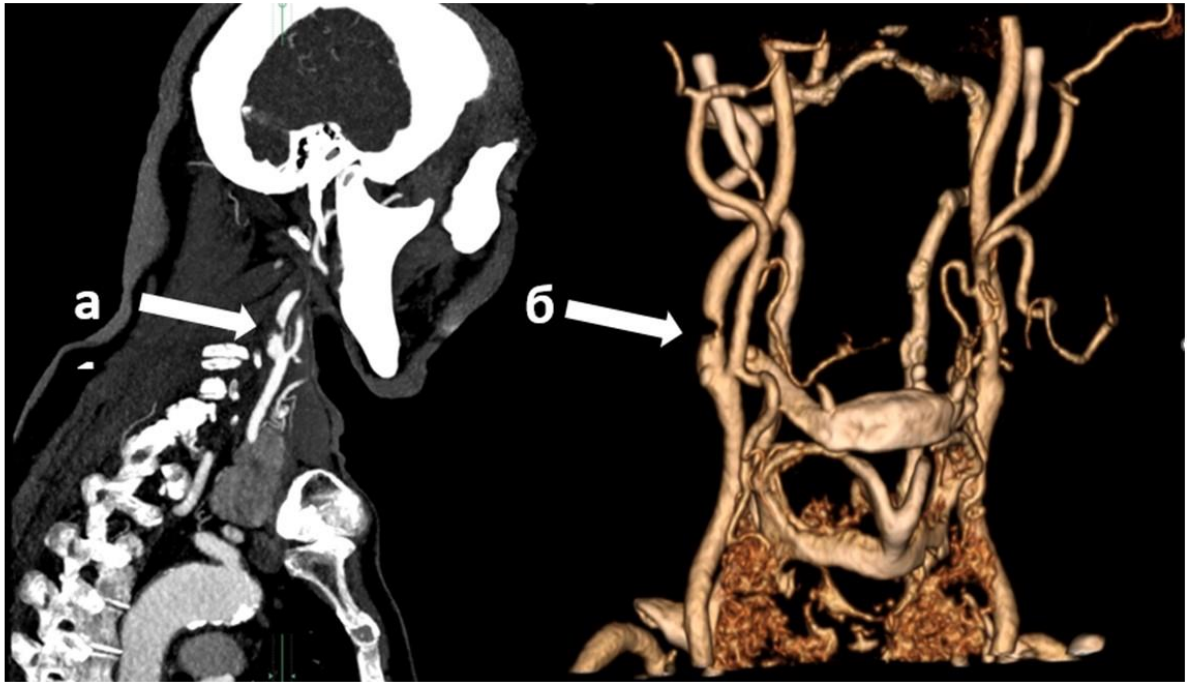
КТ-ангиография брахиоцефальных артерий: а, б – стеноз правой ВСА
